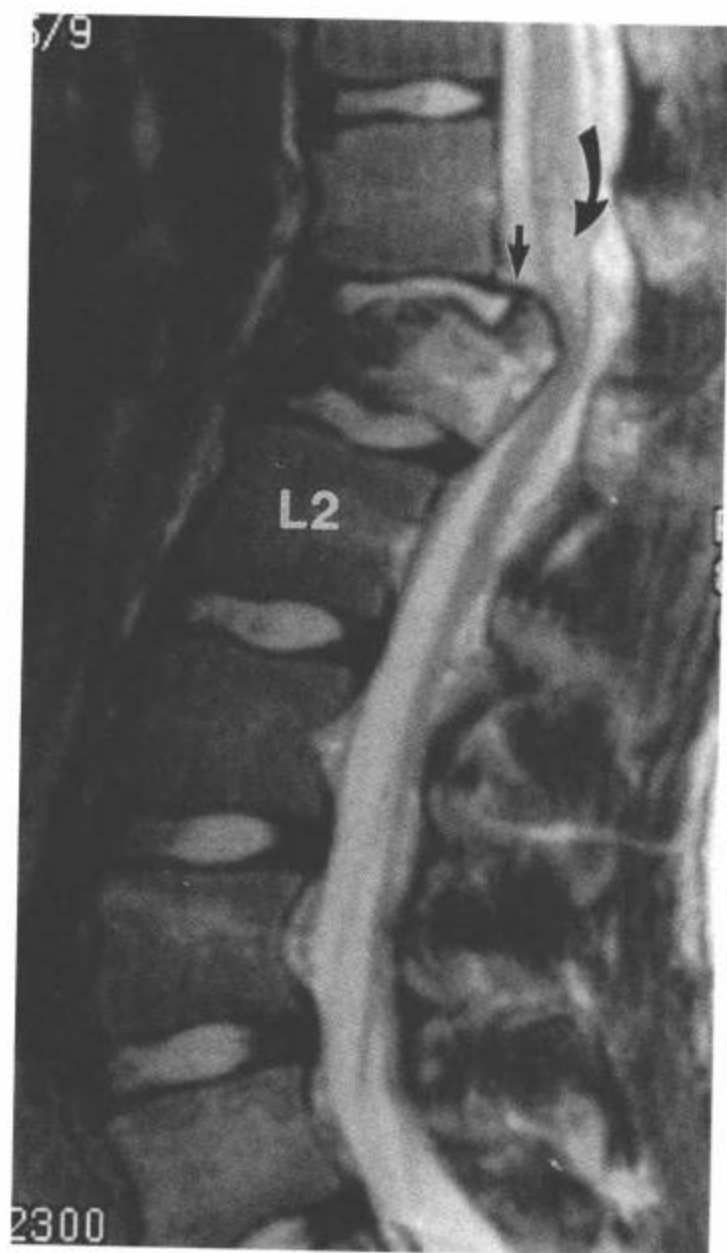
L1 爆裂型骨折。矢状面 FSE T2 加权图像显示 L1 椎体爆裂型骨折伴椎体的后上角旋转进入椎管。后纵韧带受到牵拉，但表现完整（短箭）。压缩性损伤导致椎体骨髓相对于其他节段呈高信号。脊髓圆锥内出现局灶性脊髓水肿（弯箭）。未显示其他韧带的损伤。(From: Flanders AE, Croul SE. Spinal trauma. In: Atlas SW. Magnetic Resonance Imaging of Brain and Spine. 3<sup>rd</sup> ed. Philadelphia: Lippincott Williams & Wilkins; 2002: 1778, with permission.)
